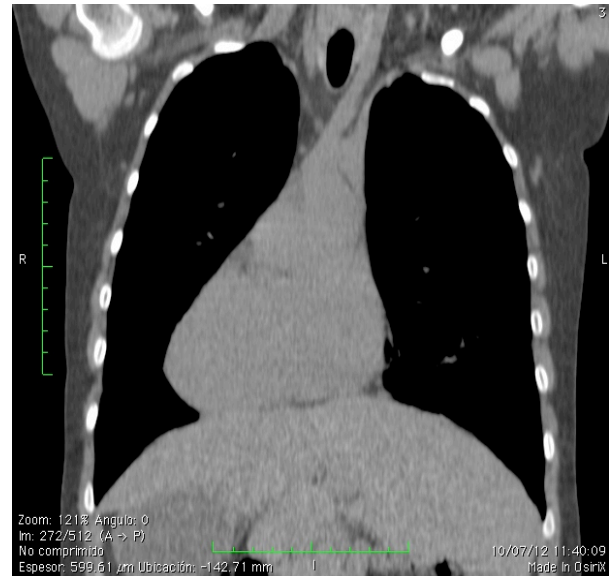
Reconstrucción coronal de una TC en paciente de 18 años donde se observa situs inversus totalis.
